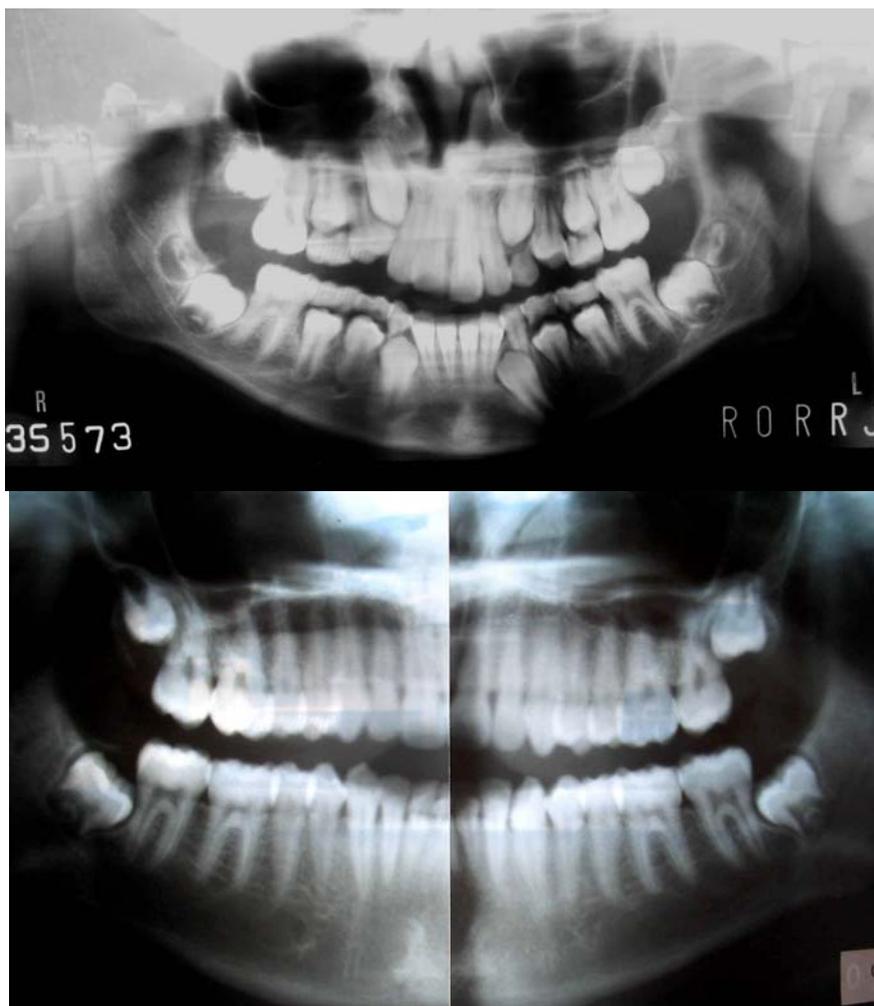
Radiografia de paciente antes e depois do tratamento.
